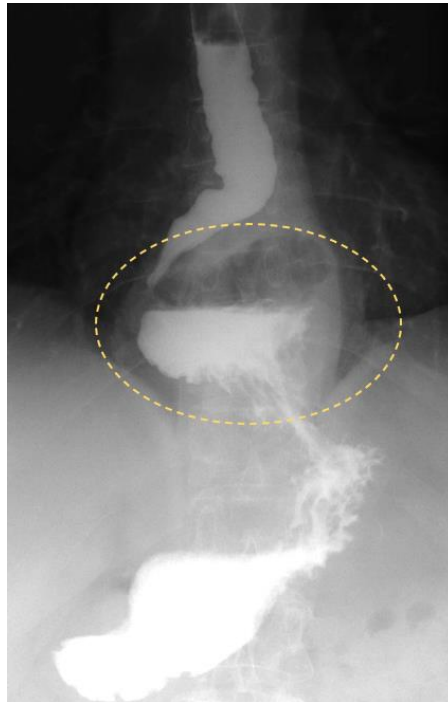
Рентгенологічне дослідження шлунку з сумішшю бірію. Субтотальна шлункова ПЕГ (окреслено овалом).
